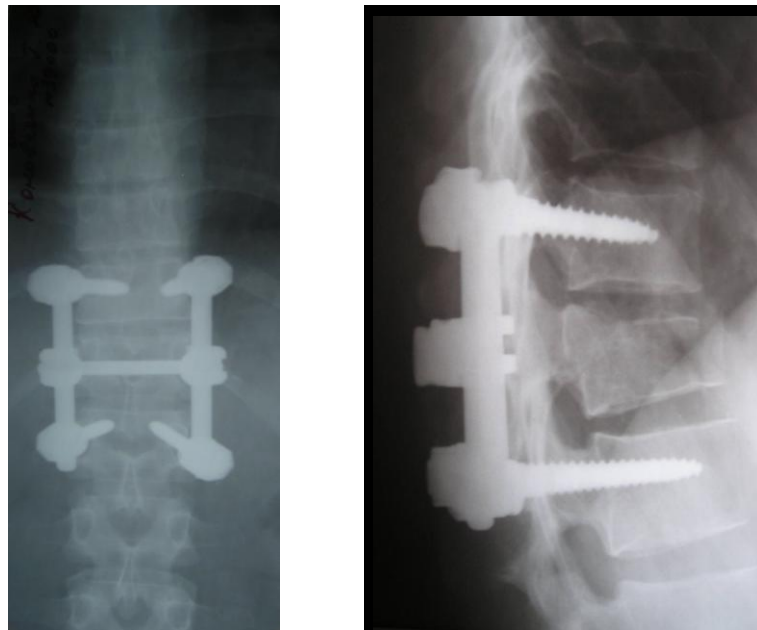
Пострадавшая К., 42 лет, история болезни №39000, фотоотпечатки с рентгенограмм после хирургического вмешательства (декомпрессивной ламинэктомии, ревизии позвоночного канала, транспедикулярной стабилизации позвоночника).
